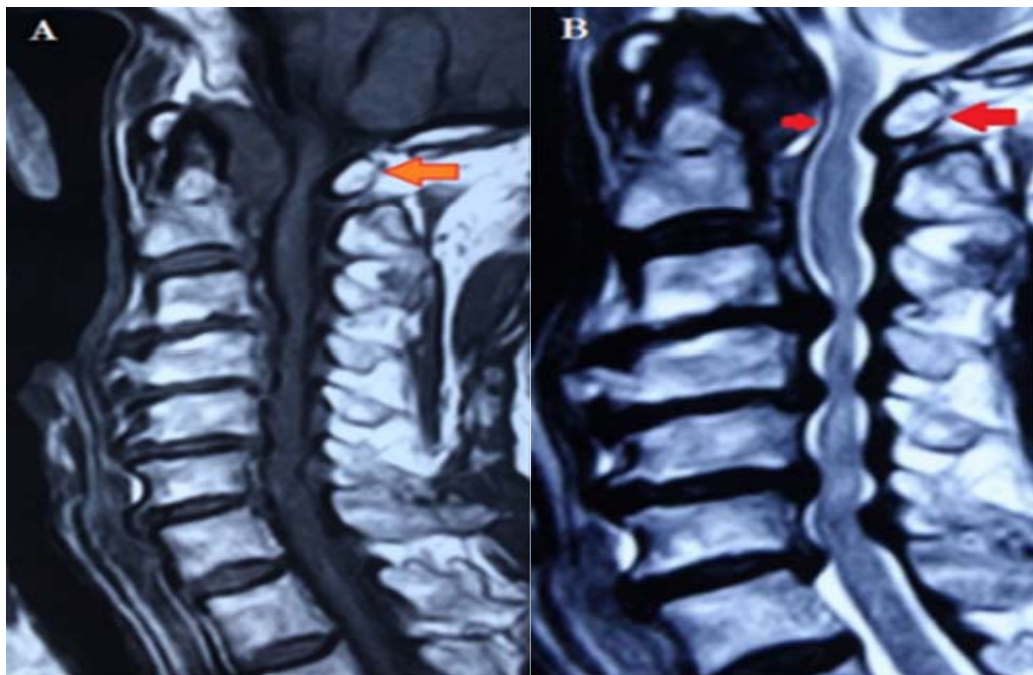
IRM médullaire en coupes sagittales pondérées T1 (A) et T2 (B) objectivant une hypertrophie du ligament transverse de l'Atlas et une dysplasie de l'arc postérieur d'Atlas (flèche A) et une compression antéro-postérieure de la moelle de C1 et de C3 à C7 (flèche B) avec un hypersignal intramédullaire au niveau de C1 et de C3 à C6 en T2. [122]
